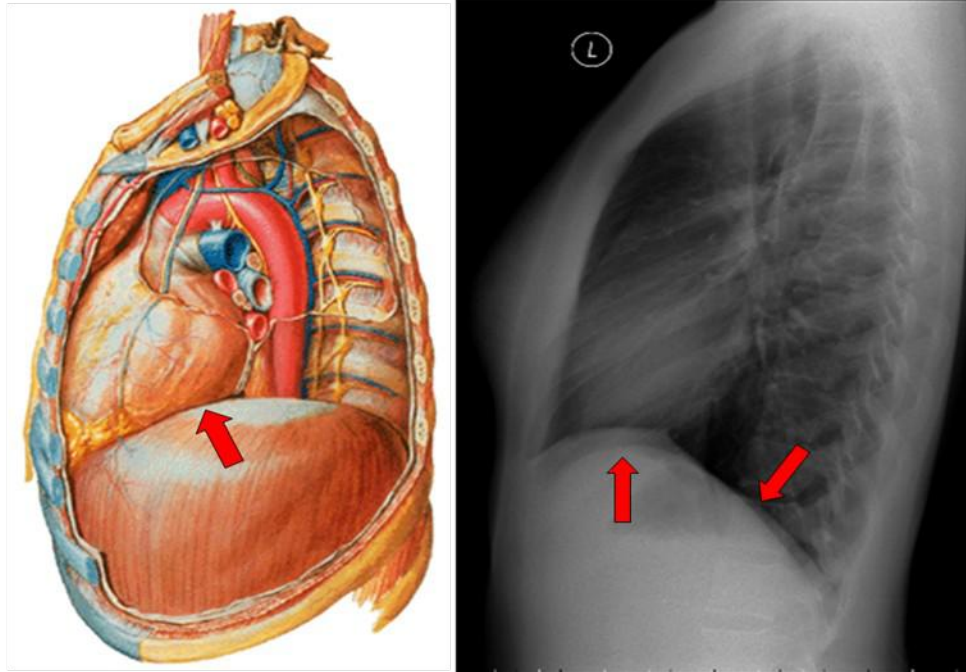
Nas radiografias em perfil o diafragma direito pode ser visualizado anteriormente até a parede torácica, enquanto à esquerda é visível até encontrar o coração (seta da figura da esquerda). Observar na radiografia em perfil que o diafragma em suas porções posteriores tem inclinação acentuada no sentido inferior e que grande parte dos pulmões projetam-se posteriormente.
